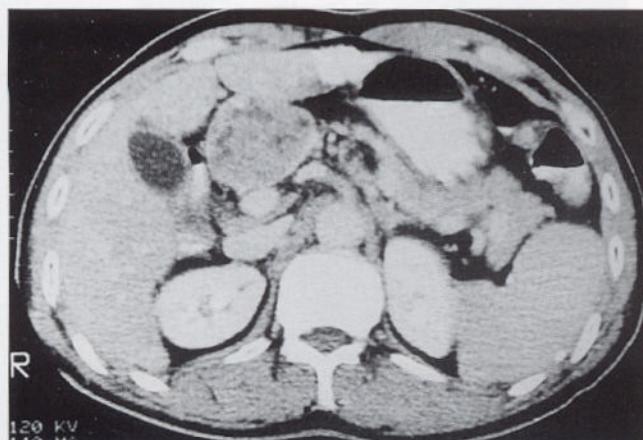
CT scan after 4 sessions of transcatheter arterial chemoembolization shows well controlled mass with complete lipiodol uptake at left lateral hepatic segment but also shows large hepatoduodenal lymph node metastasis.
